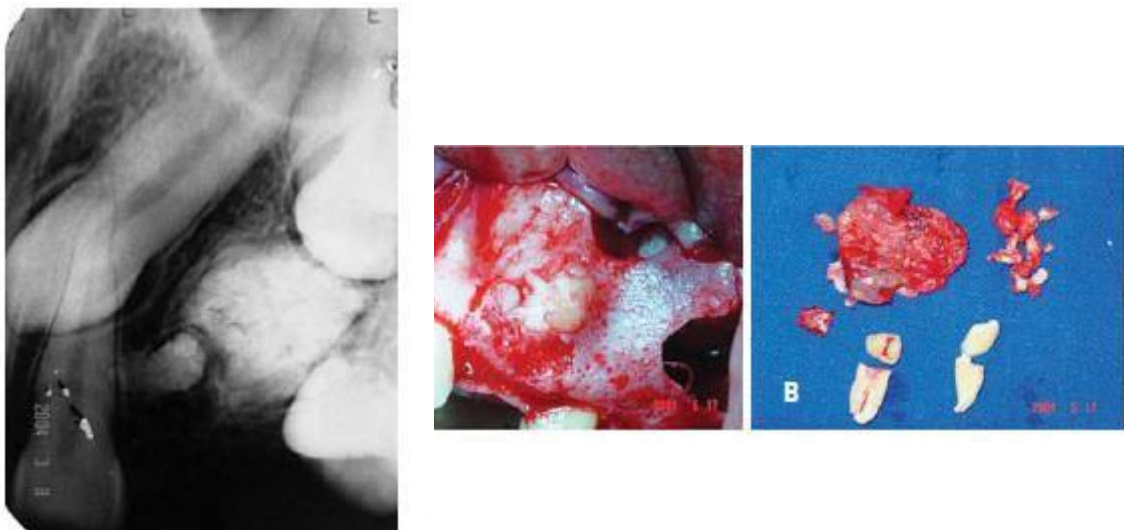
A) Radiografia periapical que demonstra canino e primeiro pré-molar incluído, em aparente associação com massa radiopaca na lesão osteolítica (diagnóstico: odontoma) ; B) Detalhe intraoral da cirurgia e aspecto macroscópico da receção cirúrgica.
